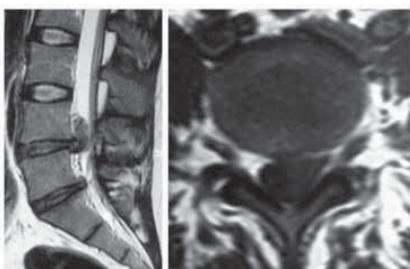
Imágenes de resonancia magnética en proyección sagital correspondiente a una paciente con ciática de cuatro semanas de evolución. A la izquierda se observan signos de discopatía L5-S1 con un fragmento extruido y migrado cranealmente. Se indicó tratamiento con antiinflamatorios y el cuadro fue remitiendo progresivamente. A la derecha se constata la desaparición del fragmento discal herniado tras siete meses de evolución.
